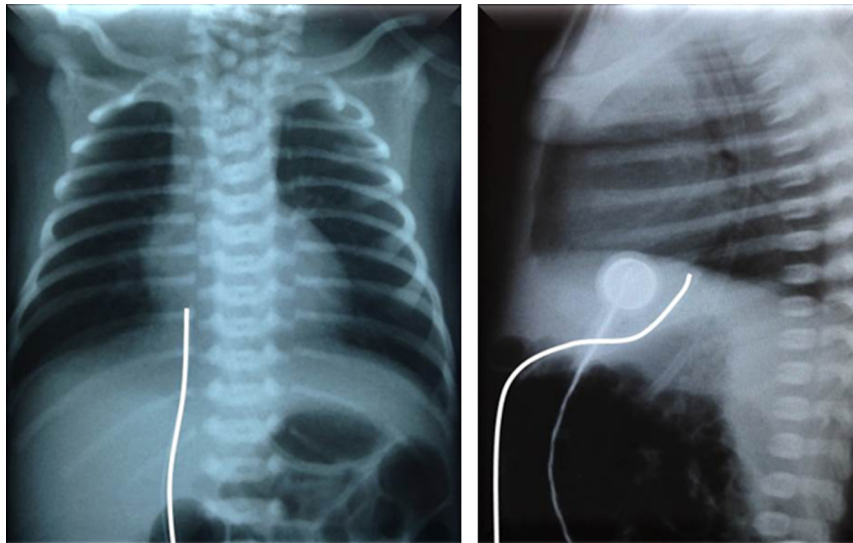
Percurso do cateter venoso umbilical em uma radiografia de tórax, em incidência anteroposterior (à esquerda) e lateral (à direita).
